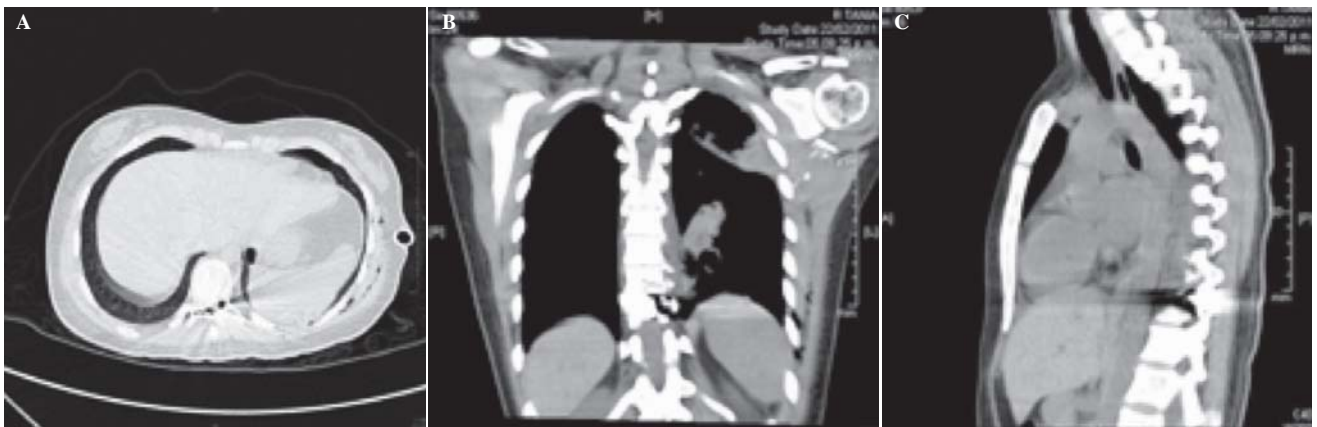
(A, B y C). Tomografía del paciente 8 con destrucción del cuerpo vertebral de la décima vértebra torácica y el neumotórax ya referido en la figura 6.
